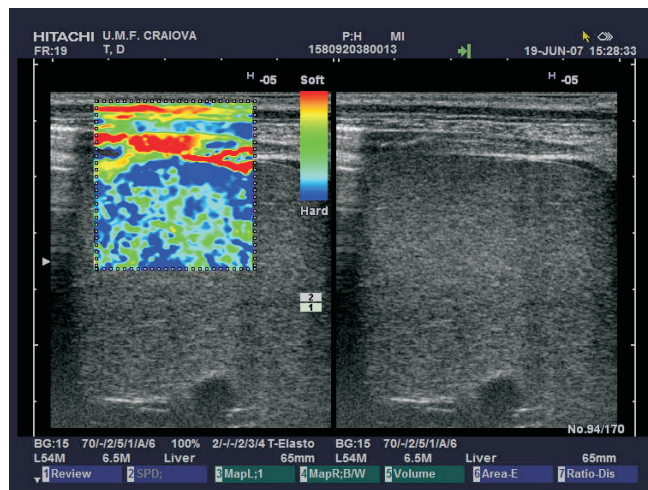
Elastografie ecografică în timp real la un pacient de 50 de ani cu ascită prin carcinomatoză peritoneală. Aspectul elastografic al ficatului este dur (artefact) prin comparație cu lichidul de ascită care este compresibil.
